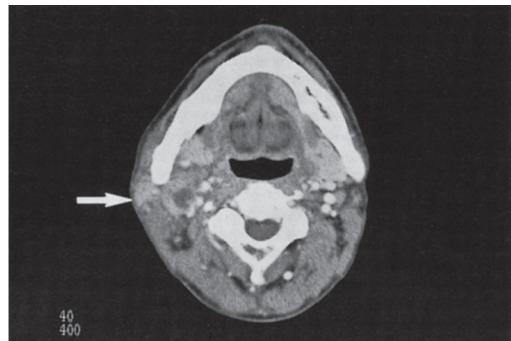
Case3: CT scan in early time. Tumor is revealed in right neck, which closes the abscess in deep neck.
